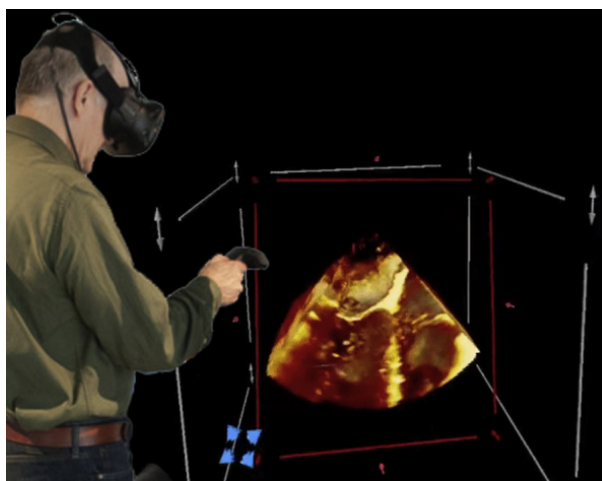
Echocardiografia. Fonte: (ONG et al., 2018).
